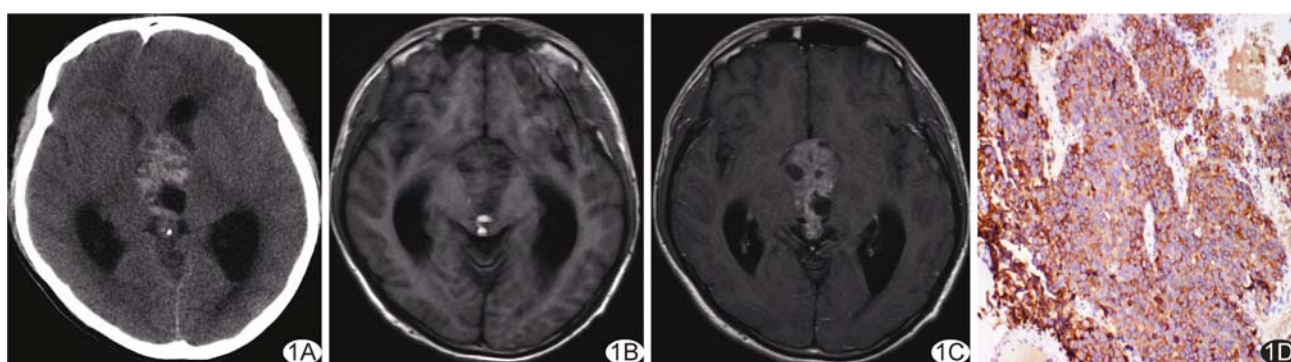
颅内精原细胞瘤 A. CT 平扫; B. MR 平扫轴位 T1WI; C. 增强轴位 T1WI; D. PLAP(+)免疫组织化学图(×100)
